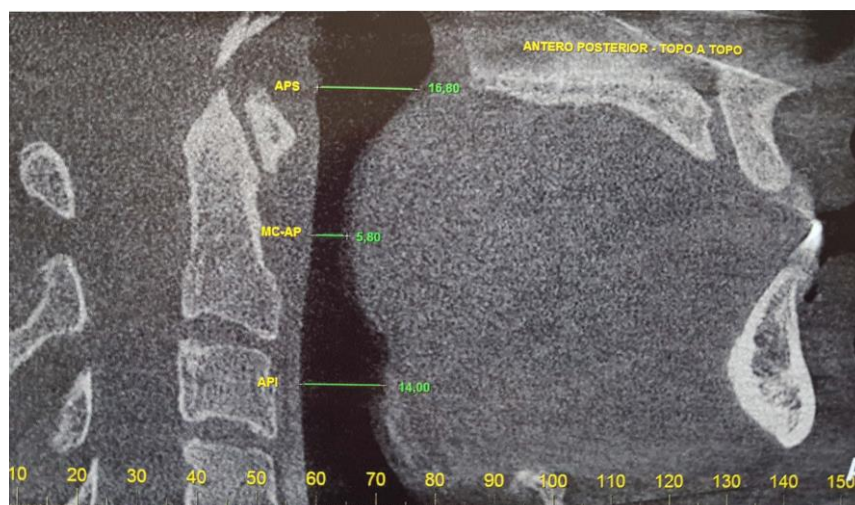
TC no corte sagital em Topo a Topo do paciente 02. APS: Antero-Posterior Superior; MC-AP: Máxima Constrição Antero-Posterior; API: Antero-Posterior Inferior
